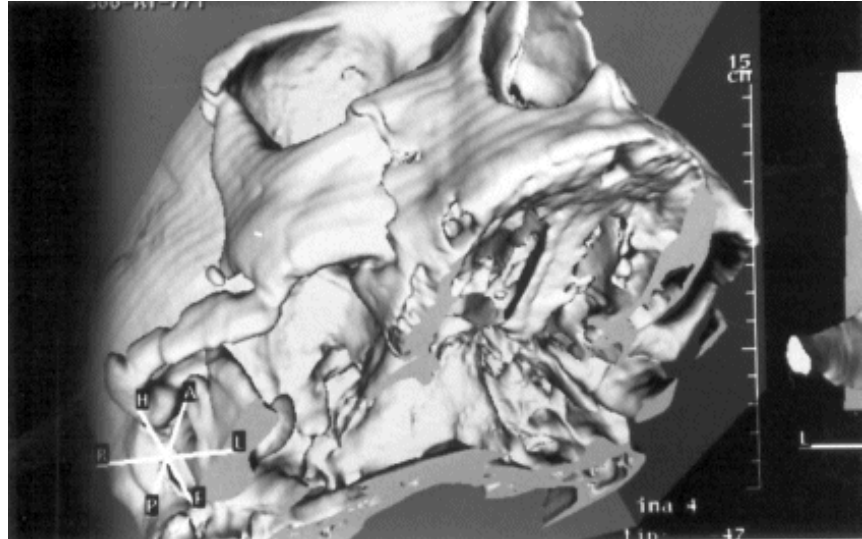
Imagen de TAC 3D en la que se aprecia una fractura en “tetrapode” sin conminución y con escaso desplazamiento.
